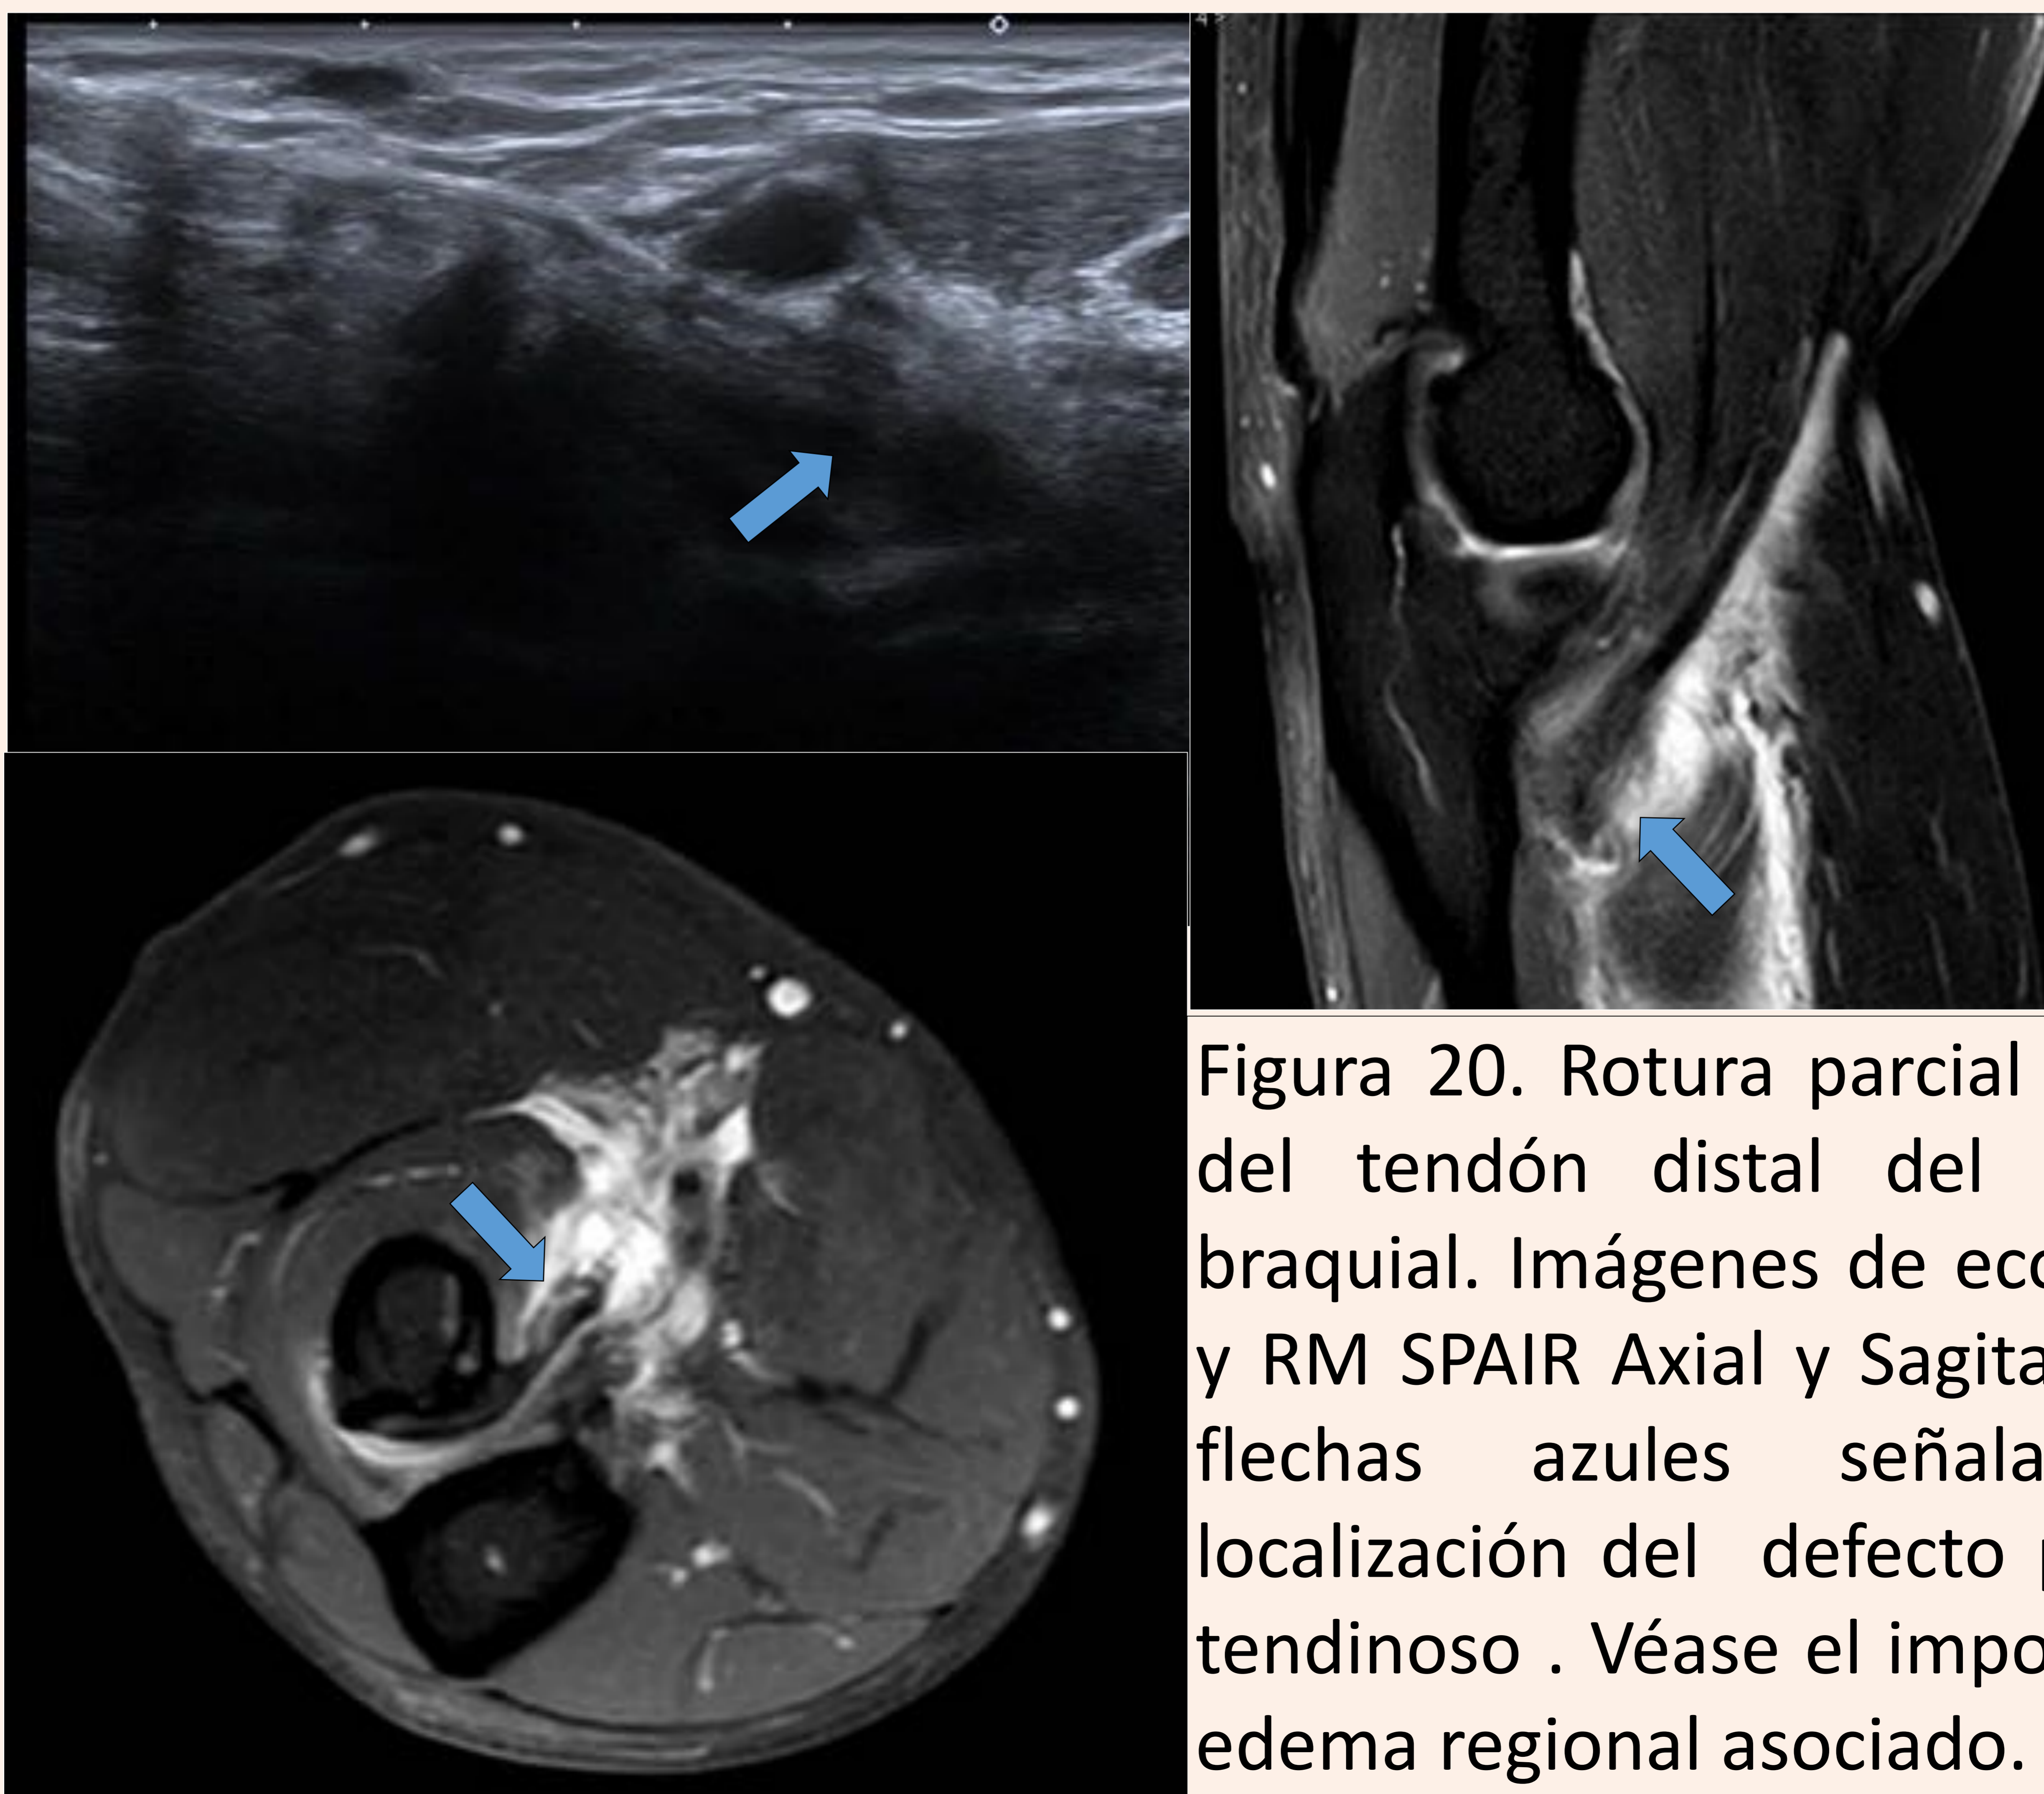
Rotura parcial aguda del tendón distal del bíceps braquial. Imágenes de ecografía y RM SPAIR Axial y Sagital. Las flechas azules señalan la localización del defecto parcial tendinoso . Véase el importante edema regional asociado.
